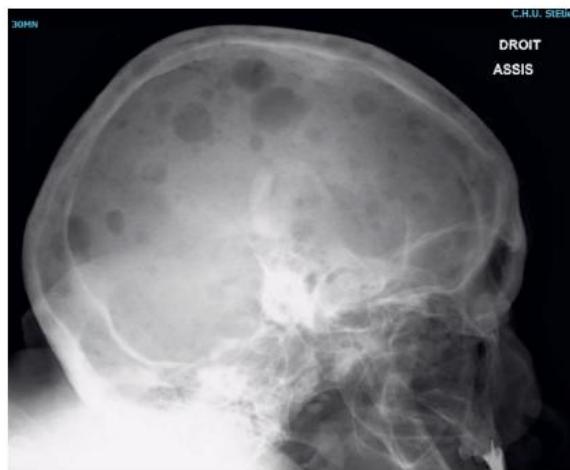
A Aspect radiographique. Lacunes multiples « à l'emporte-pièce » du crâne.
